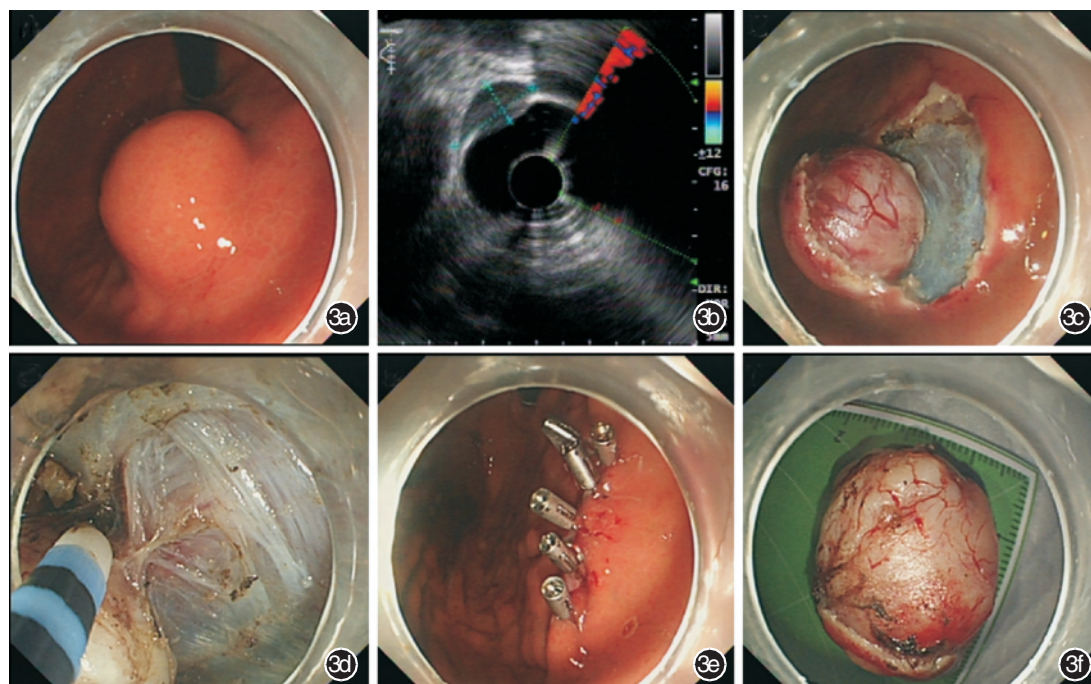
内镜黏膜下挖除术 (ESE) 操作步骤 (图片来自复旦大学附属中山医院内镜中心) 3a. 较大的黏膜下肿瘤 (SMT); 3b. 超声内镜示病变起源于固有肌层; 3c. 切开病变表面黏膜; 3d. 逐步挖除病变; 3e. 金属夹夹闭创面; 3f. 切除标本
